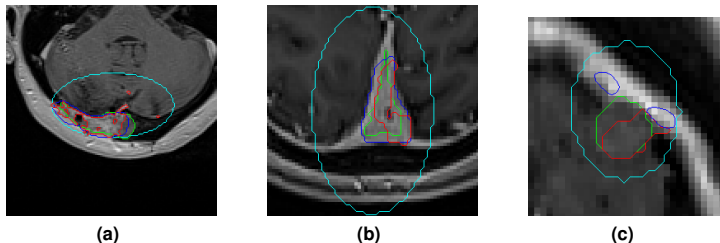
Résultats obtenus sur 3 tumeurs : superposition du VOI et des contours de la tumeur obtenus manuellement, automatiquement sans guider la segmentation, en guidant la segmentation par des informations de symétrie de l'IRM et d'intensité de la TEP et par une segmentation à 4 classes à λ constant.
